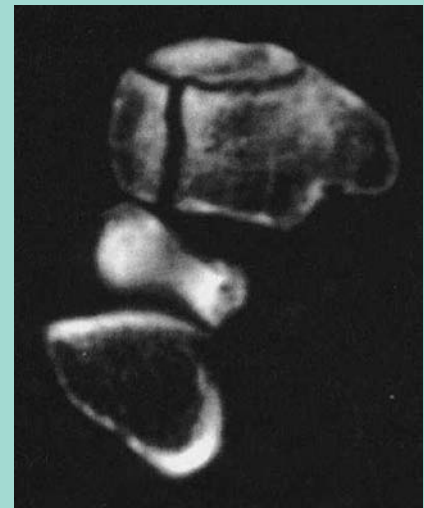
▲ CT einer sternförmig verlaufenden navikularen Stressfraktur
